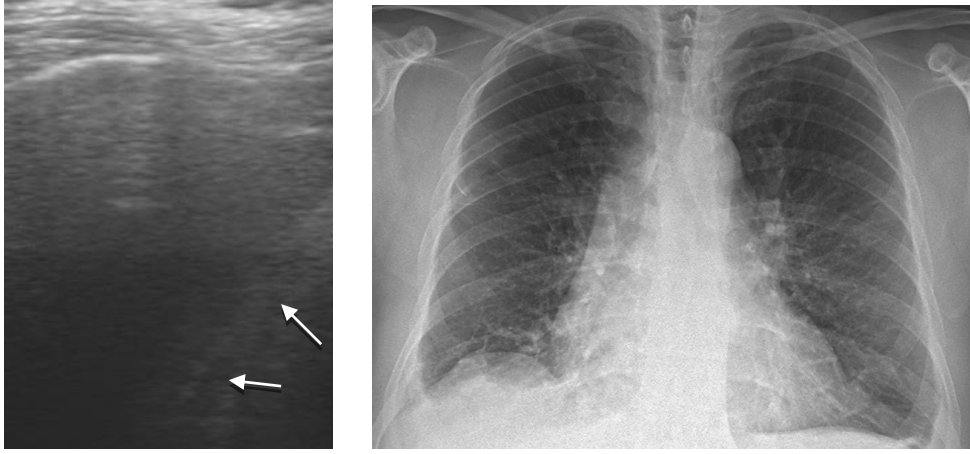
USG ile akciğer grafisi arasındaki uyumluluk
